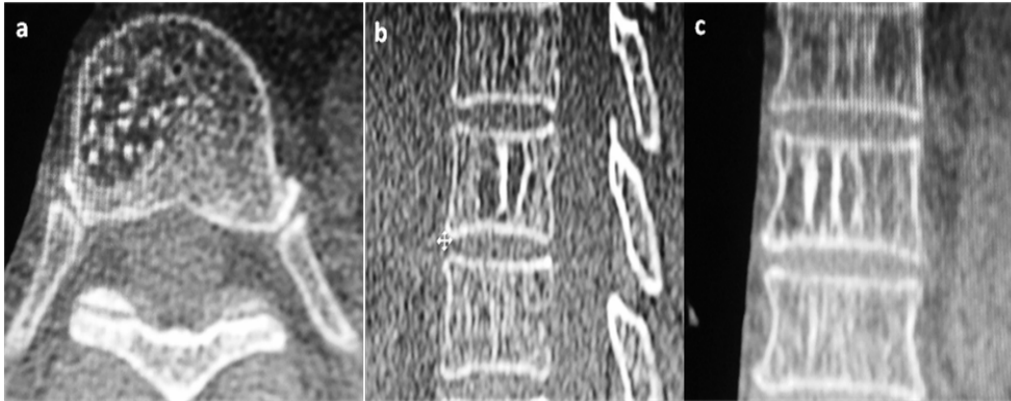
TDM lombaire en fenêtré osseuse en coupe axiale (a), sagittale (b), et coronale (c): Hémangiome vertébral. Lésion hypodense du corps vertébral de L2 comportant des striations verticales avec un aspect piqueté en coupe axiale qui est caractéristique.
